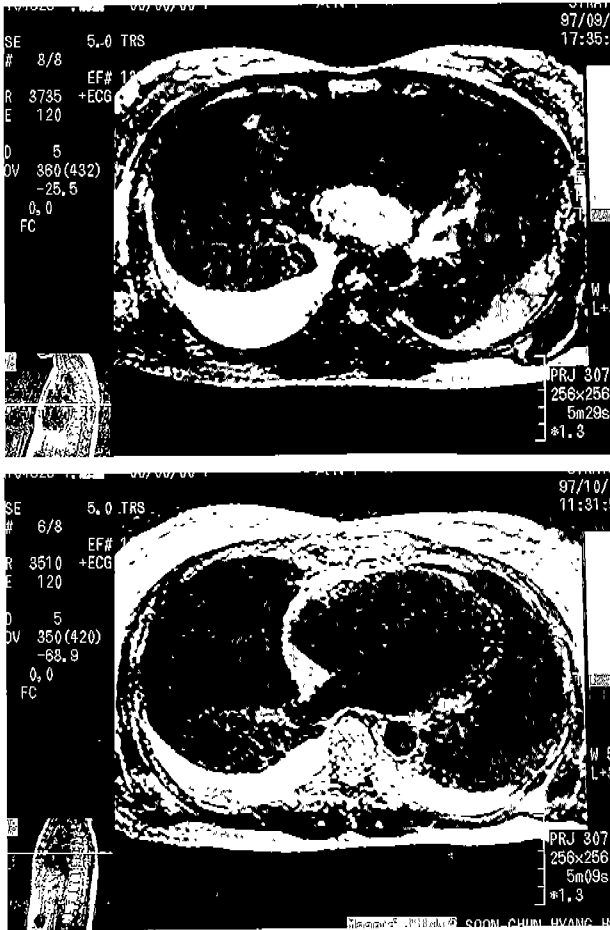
Preoperative and postoperative chest MRI findings.
